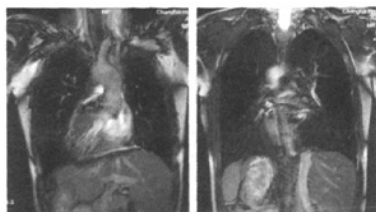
3 MRI:右位心、右位主动脉弓,肝、脾反位
